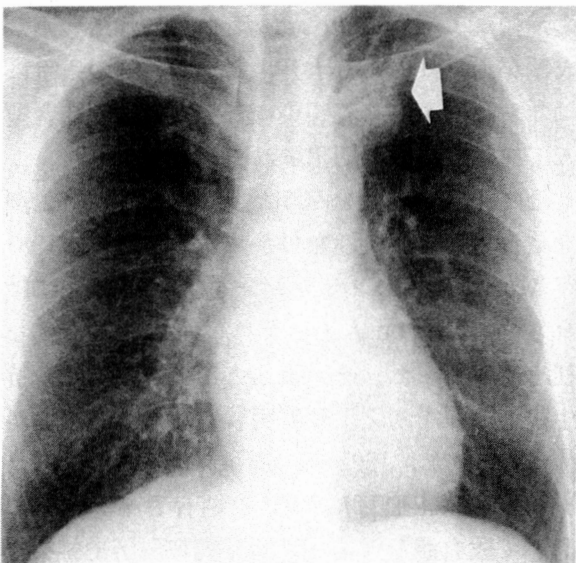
Preoperative chest X-ray film, showing a tumor (⇐) in left upper lung field.
